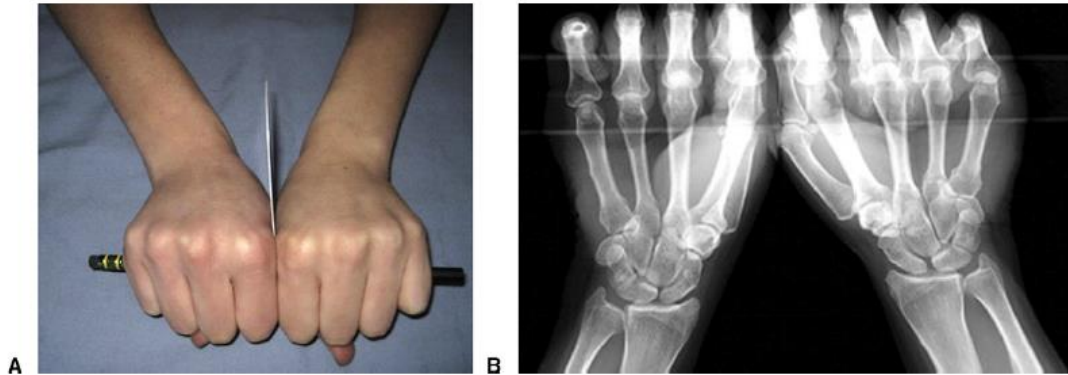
Lee SK, Desai H, Silver B, Dhaliwal G, Paksima N. Comparison of radiographic stress views for scapholunate dynamic instability in a cadaver model. *J Hand Surg Am* [Internet]. 2011;36(7):1149–57. Available from: <http://dx.doi.org/10.1016/j.jhsa.2011.05.009>
